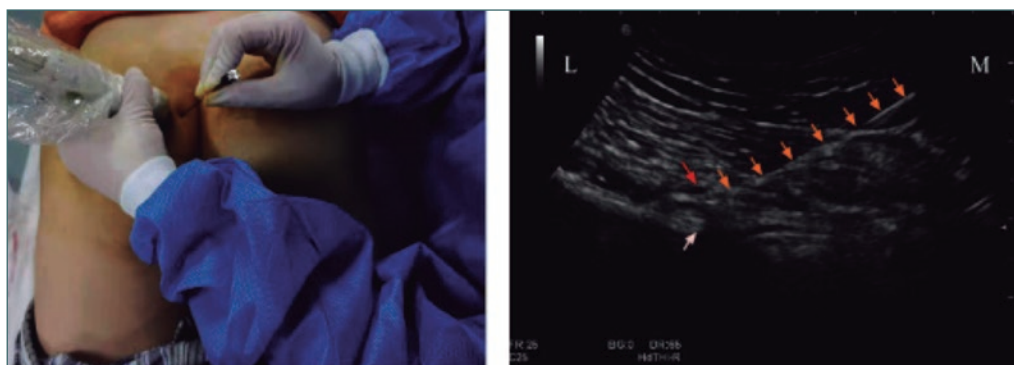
Radiofrecuencia pulsada guiada por ecografía. Flecha naranja: aguja de radiofrecuencia; flecha roja: arteria pudenda; flecha blanca: espina iliaca (tomada de Ji et al., 2021¹⁶).
